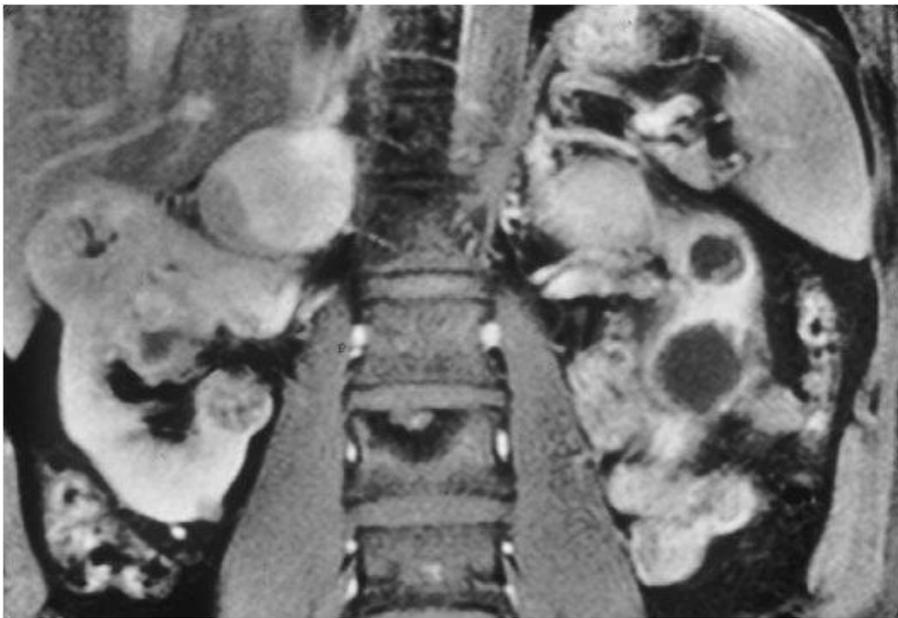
患者34岁，MRI，Von Hippel-Lindau病伴双侧肾上腺嗜铬细胞瘤及双侧部分囊性肾癌。
